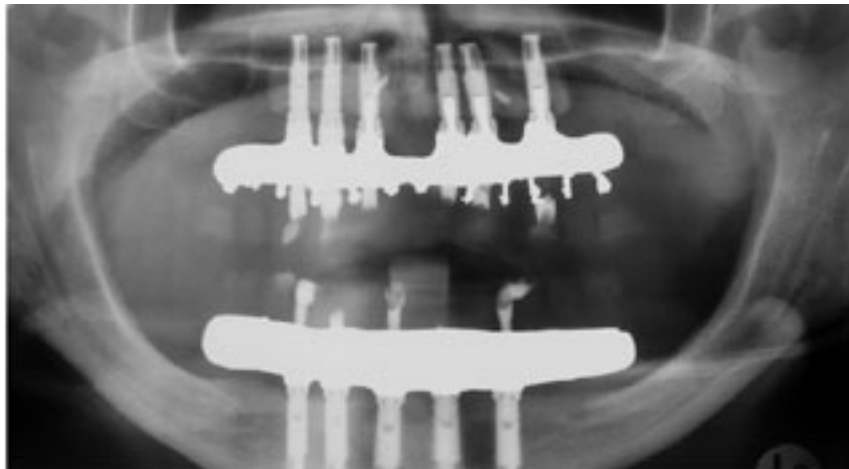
Radiografía panorámica para valorar implante.
